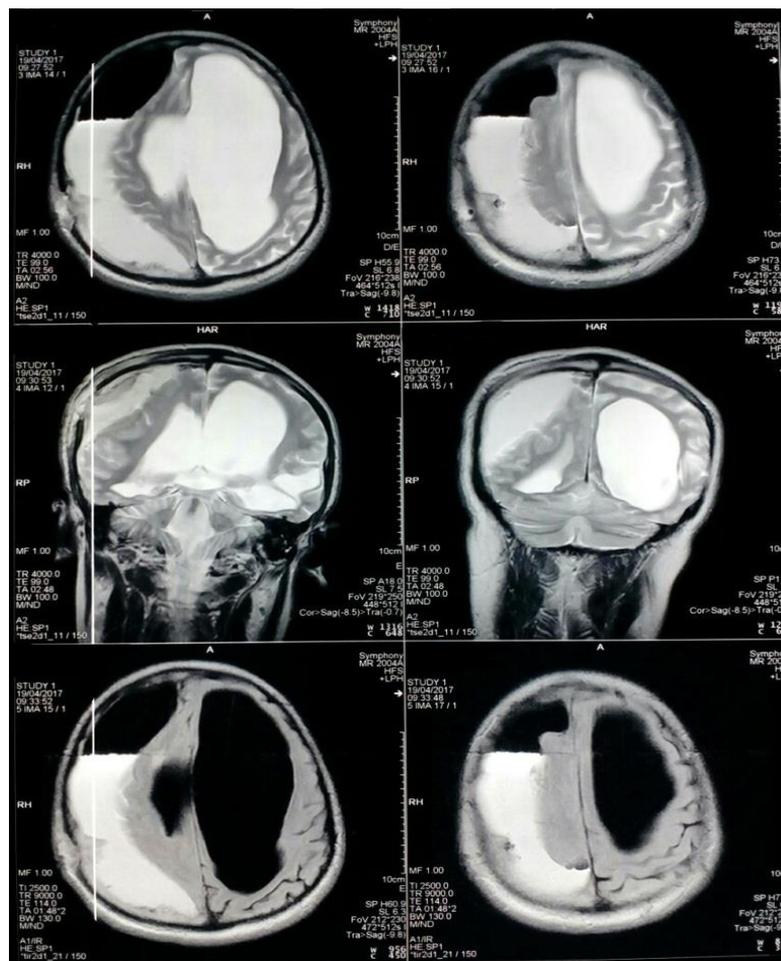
На контрольных МРТ головного мозга от 19.04.2017 г.: субдуральная гематома уменьшилась в поперечнике до 3,6 см (отмечается наличие воздуха в лобной и передних отделах теменной области). Срединные структуры не смещены. В остальном без динамики
